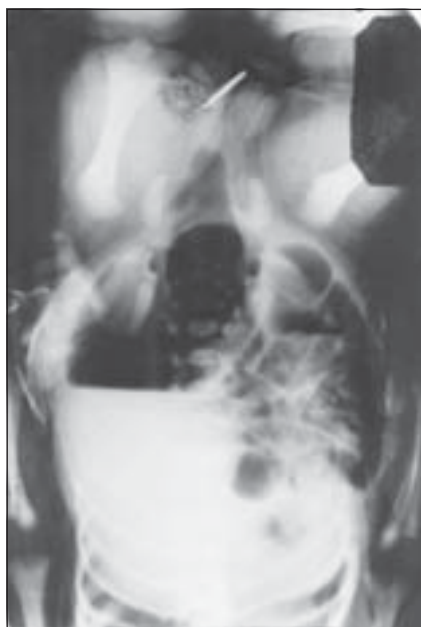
Атрезія анального каналу. Рентгенограма за Wangenstein
